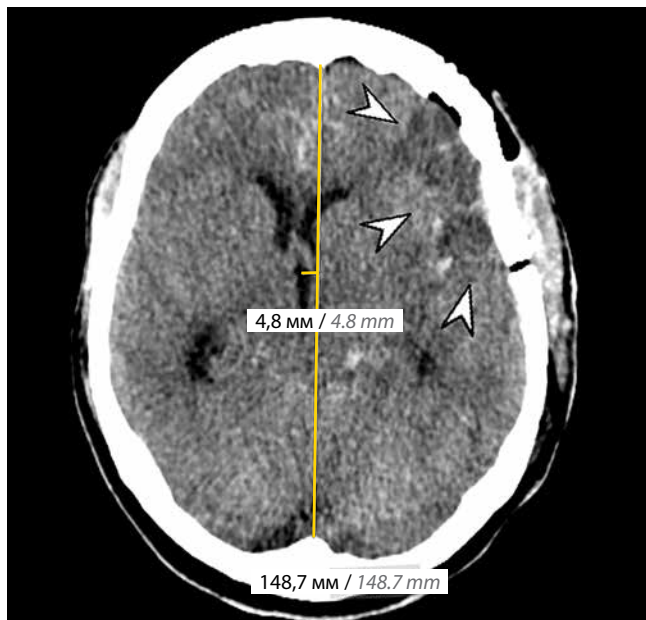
Компьютерная томография головного мозга без контрастирования после операции, аксиальная плоскость. Визуализируется увеличение дислокации срединных структур до 5 мм (желтые указатели), а также зона ишемии на уровне левой лобной доли (белые стрелки)
